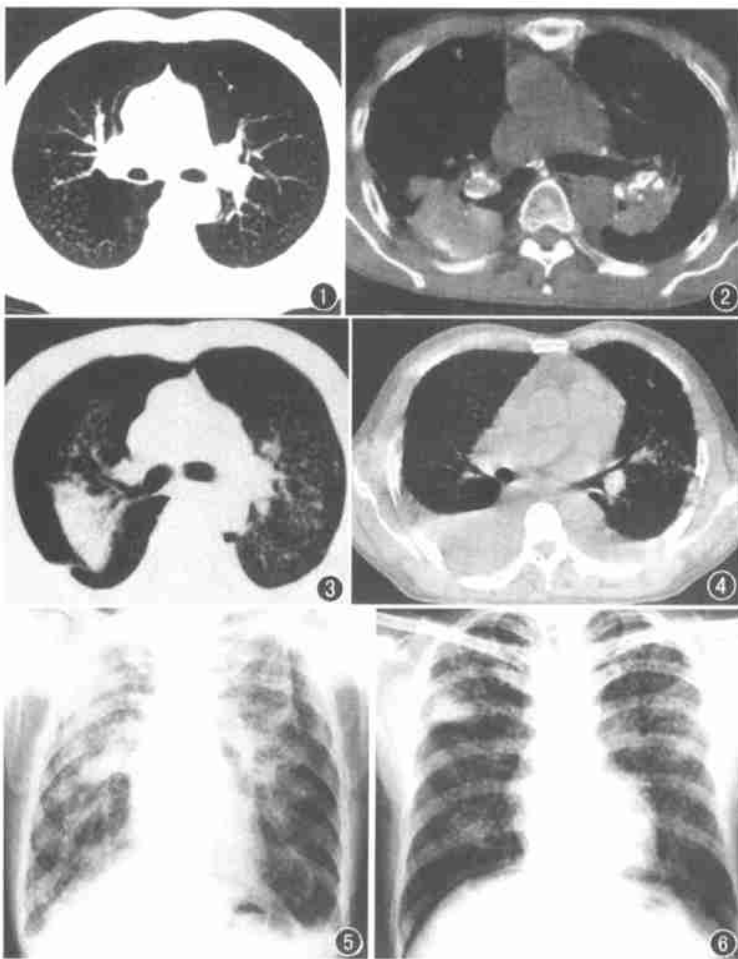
CT 示两肺显示弥漫性微结节灶。图 2 CT 示两下肺融合团块形成伴有钙化。图 3 CT 示矽肺合并两侧气胸。图 4 CT 示矽肺合并两侧胸腔积液。图 5 胸部 X 线片示两侧矽肺伴微结节形成,两侧胸腔积液,但钙化不能显示。图 6 胸部 X 线片示两肺微结节灶及右上肺矽结节,两侧胸腔少量积液显示不清。
